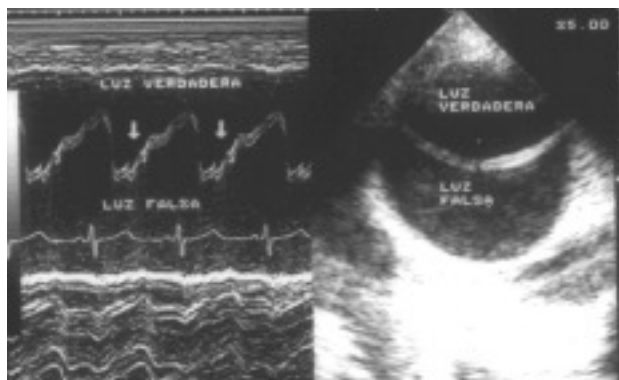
Imagen de ecografía transesofágica que nos permite diferenciar la verdadera de la falsa luz.
